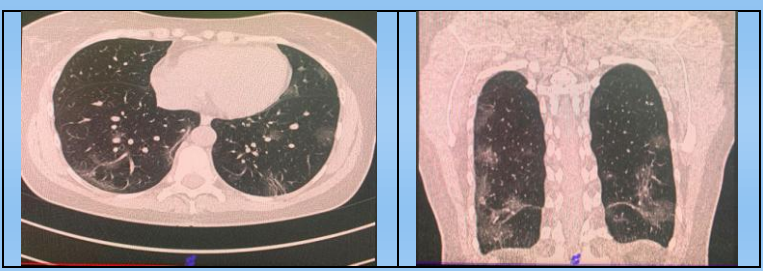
МСКТ органов грудной клетки у пациентки М. в дебюте заболевания.
